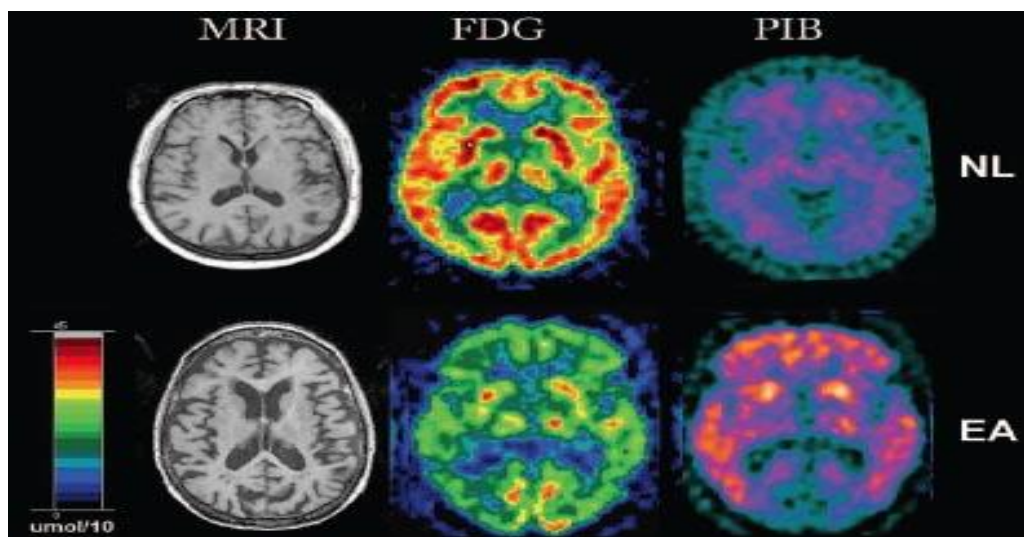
Comparación de escáneres cerebrales mediante resonancia magnética, FDG-PET y PIB-PET de una persona normal de 67 años con diagnóstico de enfermedad de Alzheimer. En las imágenes del paciente con enfermedad de Alzheimer (EA) se aprecia atrofia generalizada.
